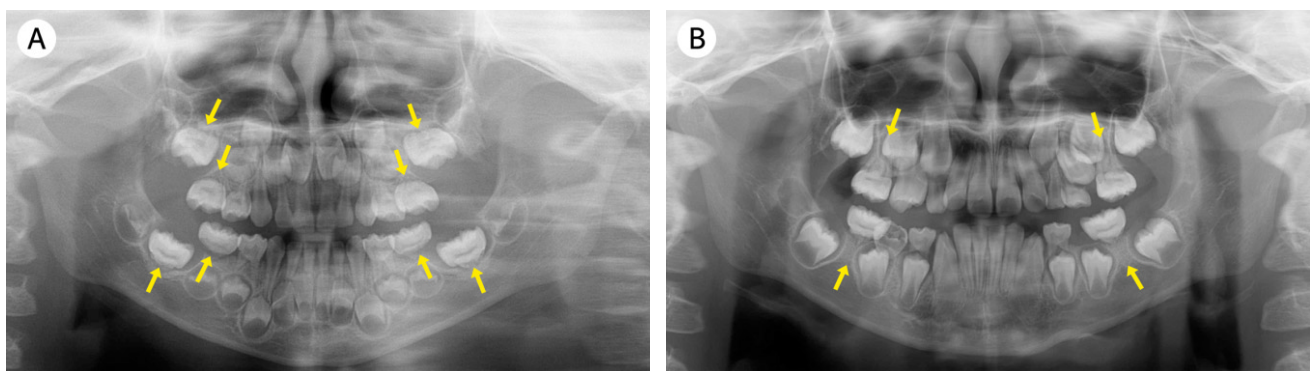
Radiographs of case 3 (a female patient aged 3 years). (A) Initial panoramic view shows short or rudimentary roots in all primary second molars. And abnormal root formations in permanent first molars are initiated. (B) Panoramic view at 4 years after the first visit. This radiograph shows constriction of pulp chambers and slender roots in maxillary permanent first molars bilaterally. Roots are almost absent in both mandibular permanent first molars. However, these teeth erupted spontaneously in their normal eruption periods. In addition, space loss due to early exfoliation of primary second molars is observed except for the right mandibular primary second molar.
